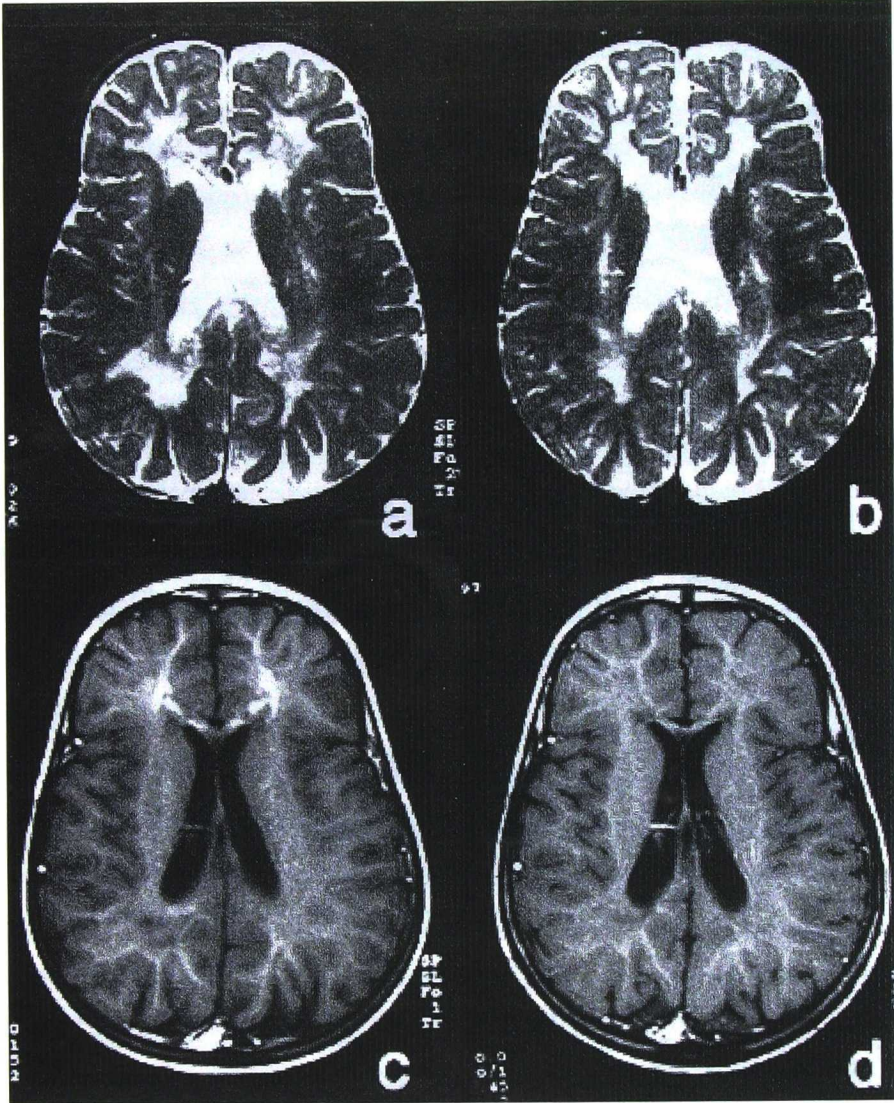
RM craneal en una paciente con adrenoleucodistrofia neonatal (caso n° 13), a los 5 años (a,c), antes del tratamiento con DHA-EE, y a los 7 años (b,d). En las RM potenciadas en T2 (a,b) puede observarse una discreta tendencia a la remielinización. Sobre todo, en las exploraciones potenciadas en T1, realizadas con contraste endovenoso (gadolinio), puede observarse una marcada captación del contraste en la RM practicada antes del tratamiento (c), indicando que existía una desmielinización activa en ese momento. En la segunda RM practicada dos años más tarde, la desmielinización había cesado, como queda reflejado en la ausencia de captación de contraste en d.
